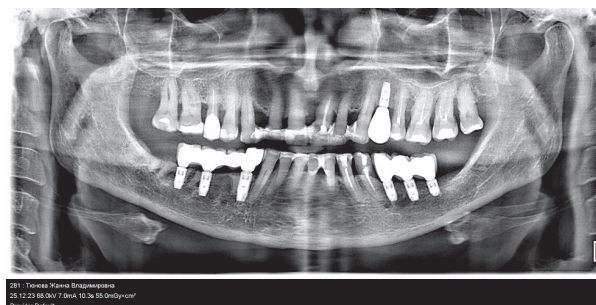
Ортопантомограмма пациентки Ж., 54 лет после завершения лечения
